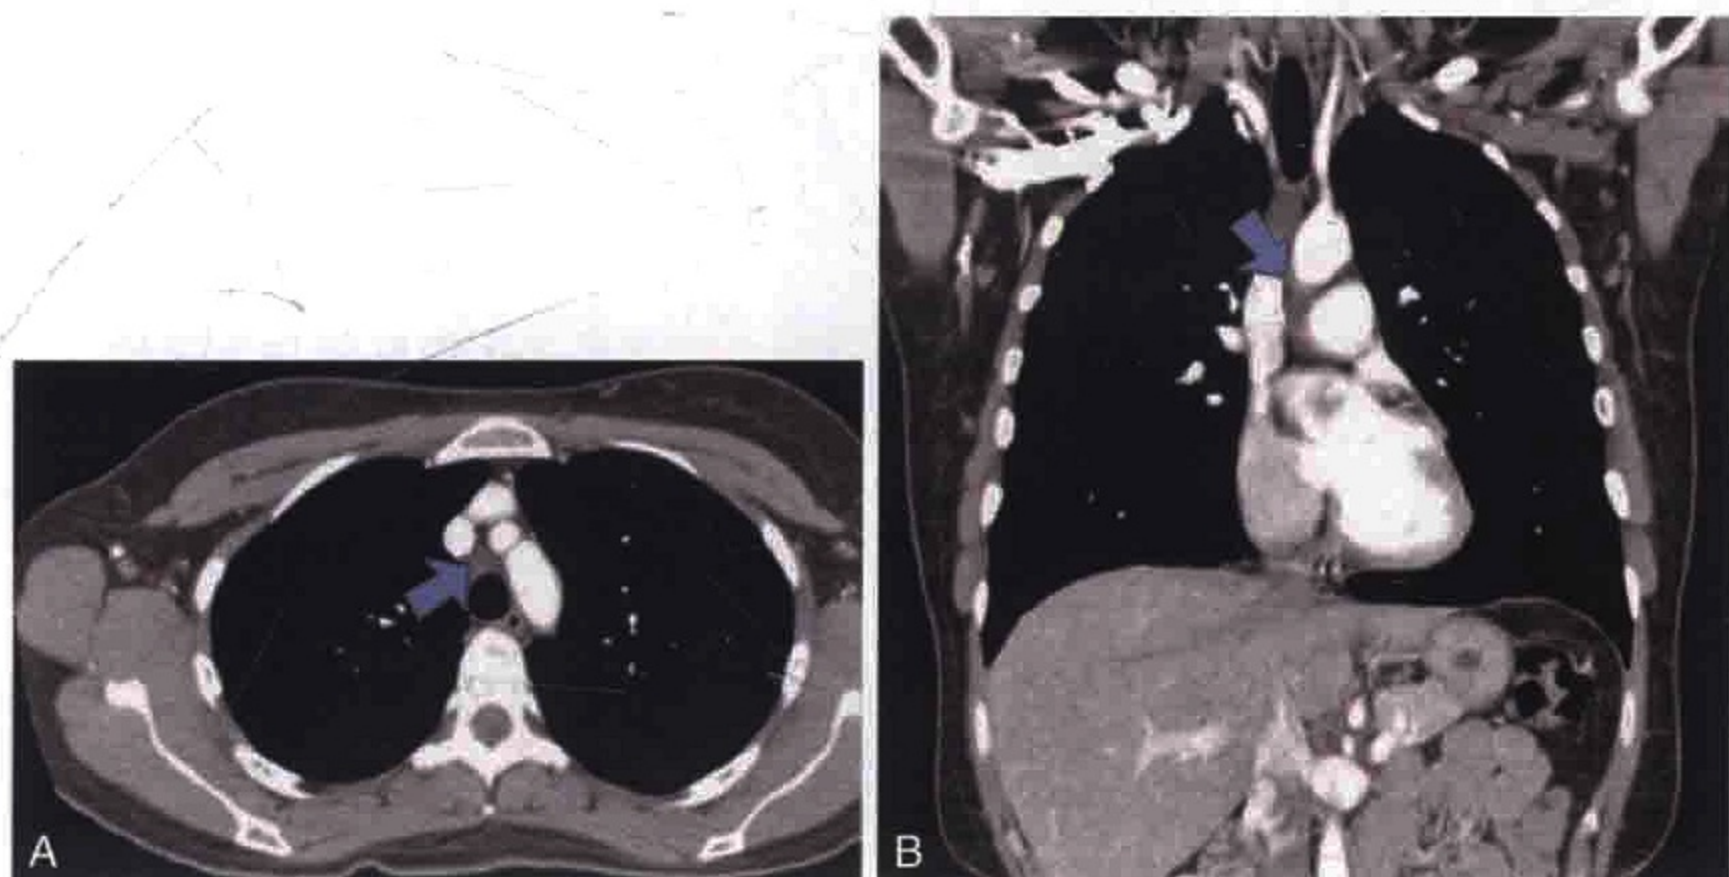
横轴位 (A) 和冠状位 (B) CT 图像示心包隐窝 (箭)
